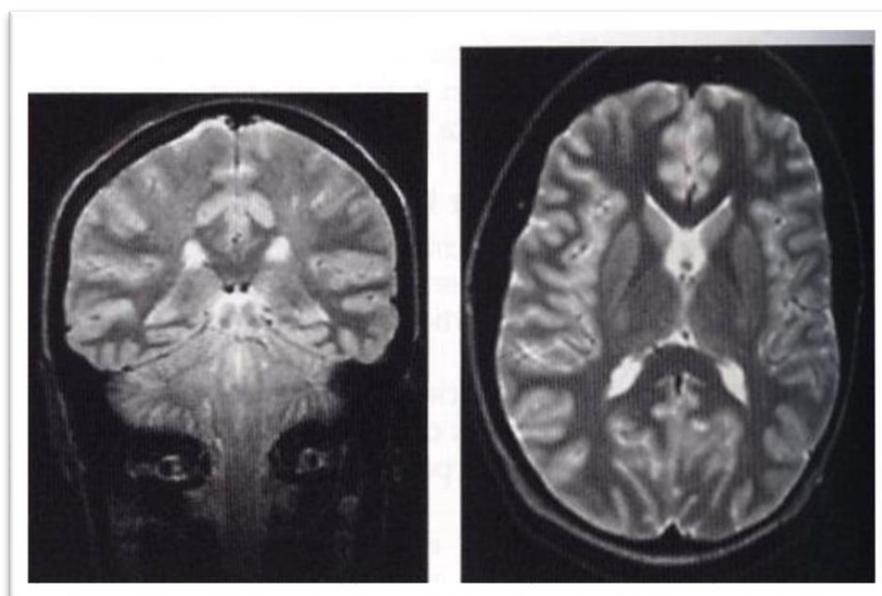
izquierda imagen de RM en plano coronal ponderada en T2 derecha imagen en plano axial ponderada en T2.
